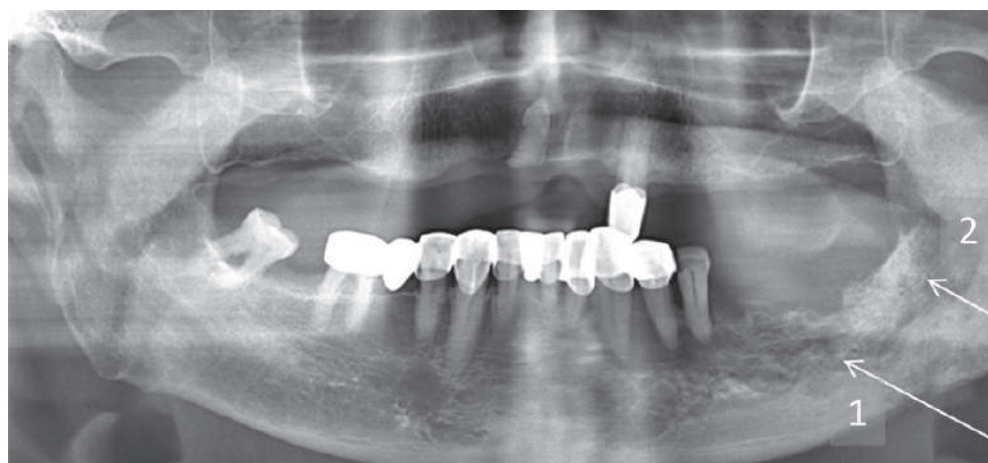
Ортопантомограмма пациента К., выполненная до операции, на которой отчетливо видны очаги деструкции и некроза костной ткани в области тела (1) и ветви (2) нижней челюсти слева
